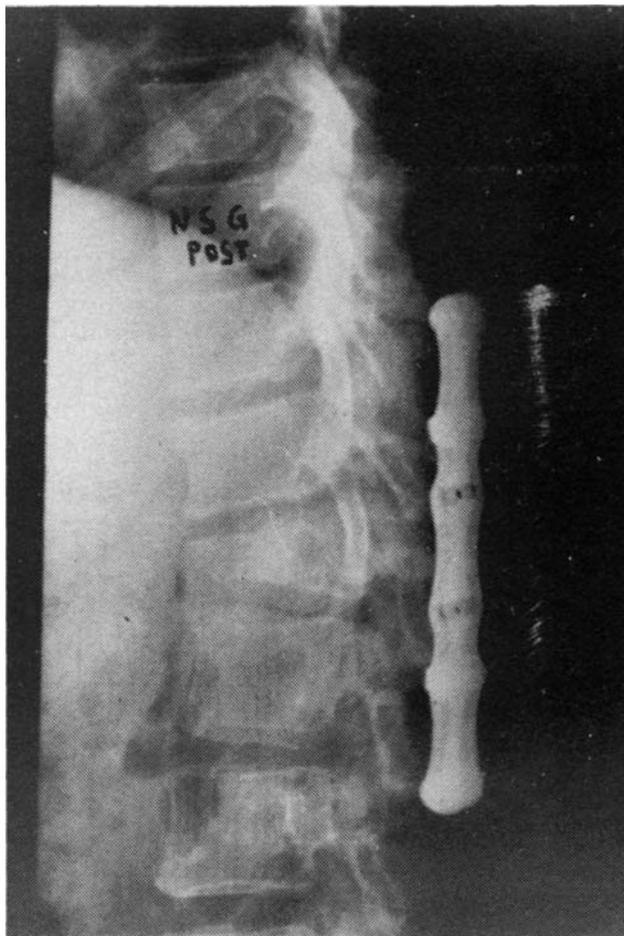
El mismo caso que la figura 1. Radiografía postoperatoria, proyección lateral con placas de Sherman.
